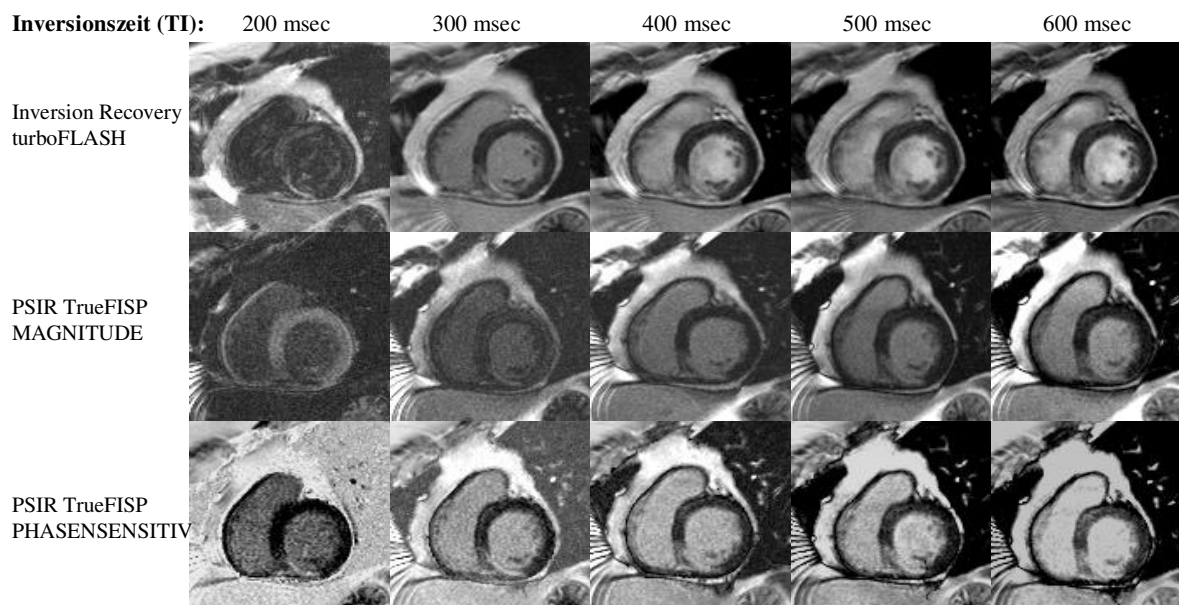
MRT-Bildsatz eines 55-jährigen Patienten mit inferior und inferoseptal lokalisiertem, teilweise transmurem Myokardinfarkt: Alle 15 Bilder wurden in Schichtorientierung in der kurzen Herzachse bei identischer Schichtposition aufgenommen. Jede Bildreihe zeigt eine der drei Sequenztechniken zu unterschiedlichen Inversionszeiten. In der ersten Reihe sind die Magnitude-rekonstruierten Bilder der Inversion Recovery turboFLASH (Referenz-) Sequenz mit in 100 msec-Schritten von 200 bis 600 msec aufsteigenden Inversionszeiten dargestellt. Die zweite Reihe zeigt die Magnitude-rekonstruierten Aufnahmen der PSIR TrueFISP Sequenz. Die dritte Reihe beinhaltet die Bilder der Phasen-sensitiv rekonstruierten PSIR TrueFISP Sequenz. Der Magnitude-rekonstruierte Bildsatz der PSIR TrueFISP-Sequenz zeigt bei einer kurzen Inversionszeit (200 msec) ein sich im Vergleich zum intakten Myokard hypointens darstellendes Infarktgebiet mit negativem Kontrast und reduzierter Flächenausdehnung. Ebenso erscheint die Infarktfläche auf den Bildern, welche mit der IR turboFLASH mit einer kurzen Inversionszeit von 200 msec aufgenommen wurden, kleiner als auf den Phasen-sensitiv rekonstruierten Bildern bei entsprechend identischer Inversionszeit. Auf den Bildern der Phasen-sensitiv rekonstruierten PSIR TrueFISP lässt sich über alle Inversionszeiten hinweg ein relativ konstantes Signal- und Grössenverhalten des Infarktes nachweisen. Bei längeren Inversionszeiten (TI 400 bis 600 msec) zeigen alle drei Bildtypen bei vergleichender Betrachtung einen stabil positiven, hyperintensiven Kontrast und eine stabil grosse Infarktfläche
